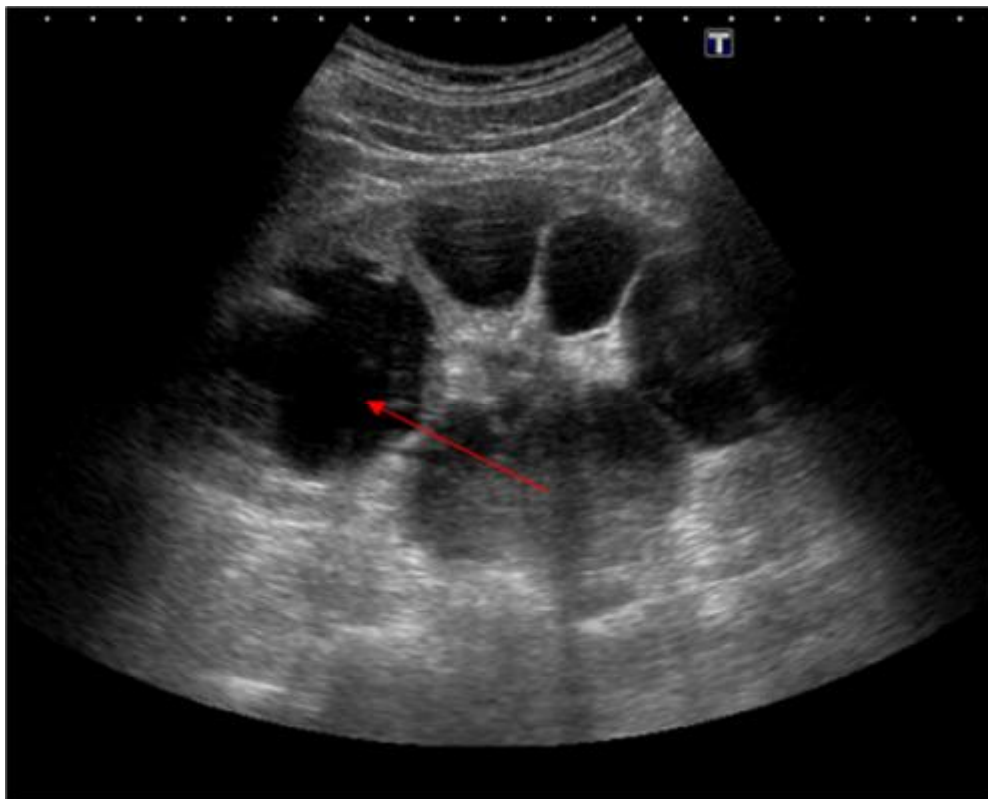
échographie rénale montrant une dilatation urétero-pyélo-calicielle
